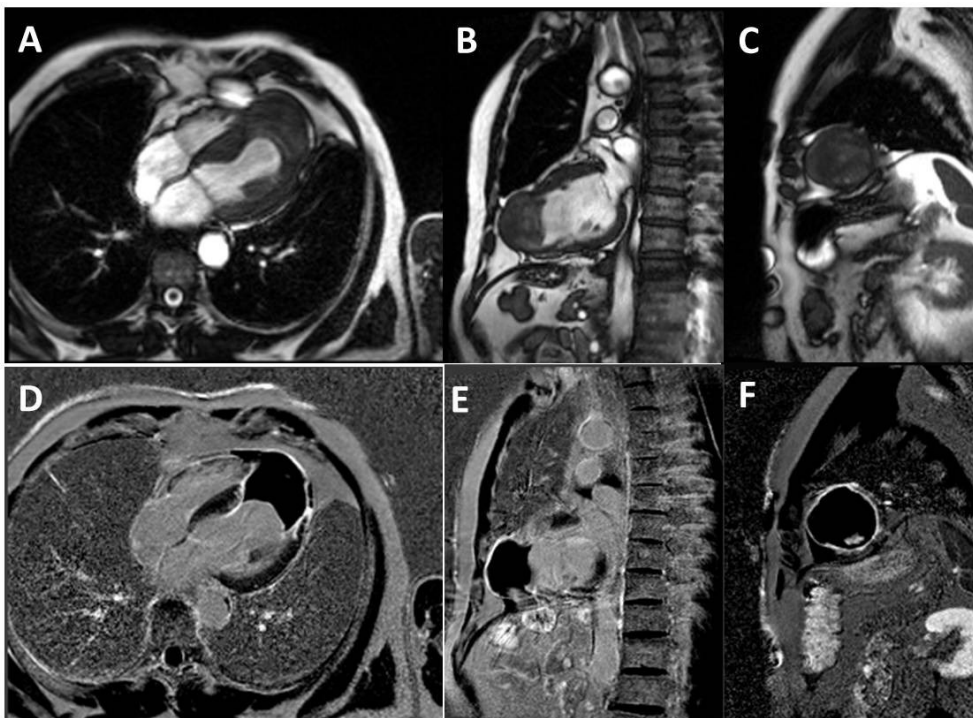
Imágenes de cardiorresonancia. A, B y C corresponden a secuencias de cine y D, E y F a secuencias de realce tardío con gadolinio, en 4 cámaras, 2 cámaras y eje corto a nivel apical respectivamente. Se evidencia aneurisma del ápex con realce tardío con gadolinio transmural a dicho nivel e imagen avascular que ocupa completamente el ápex, compatible con un gran trombo a dicho nivel.
